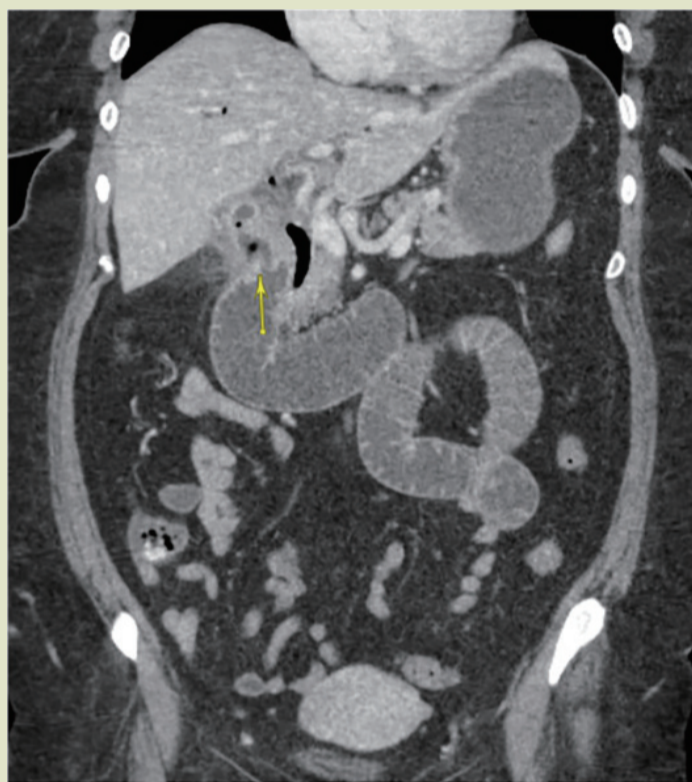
腹部 CT 显示胆道积气及胆囊和十二指肠之间的瘘管
